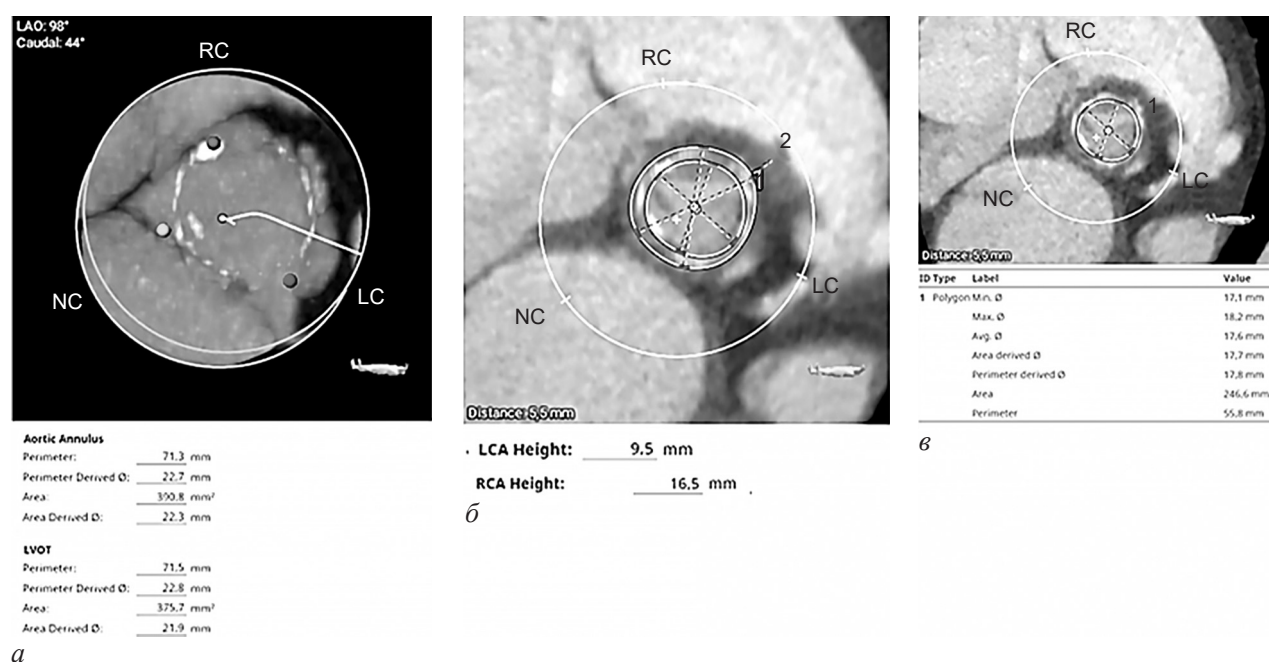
МСКТ сердца. Определены диаметр кольца хирургического протеза (22,7 мм), высота отхождения левой (9,5 мм) и правой (16,5 мм) коронарных артерий:
